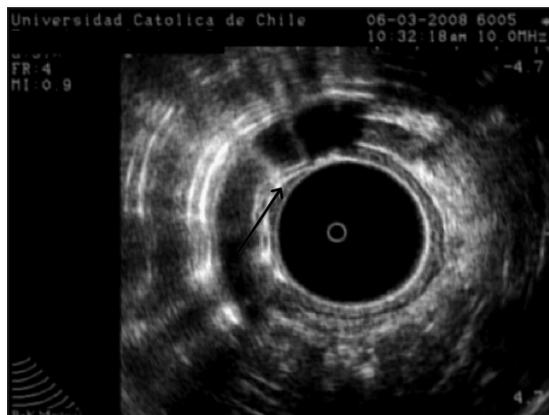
Endosonografía rectal que muestra tumor que invade la submucosa (T1), pero no la muscular propia (Flecha).
